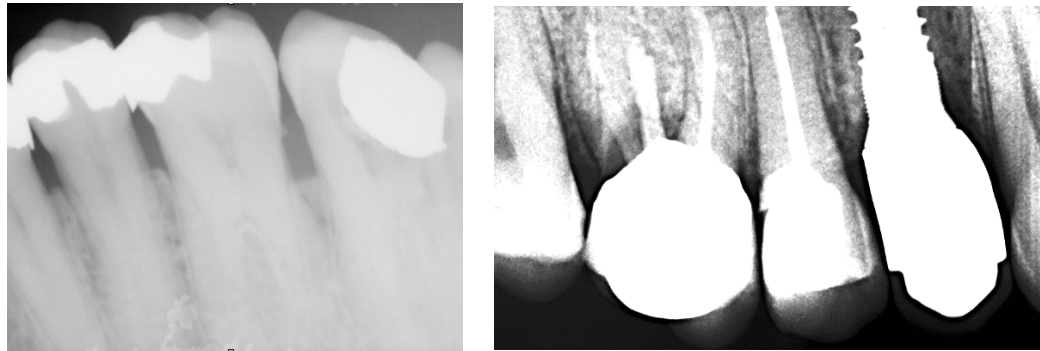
Radiografias efetuadas com os parâmetros de exposição incorretos.
